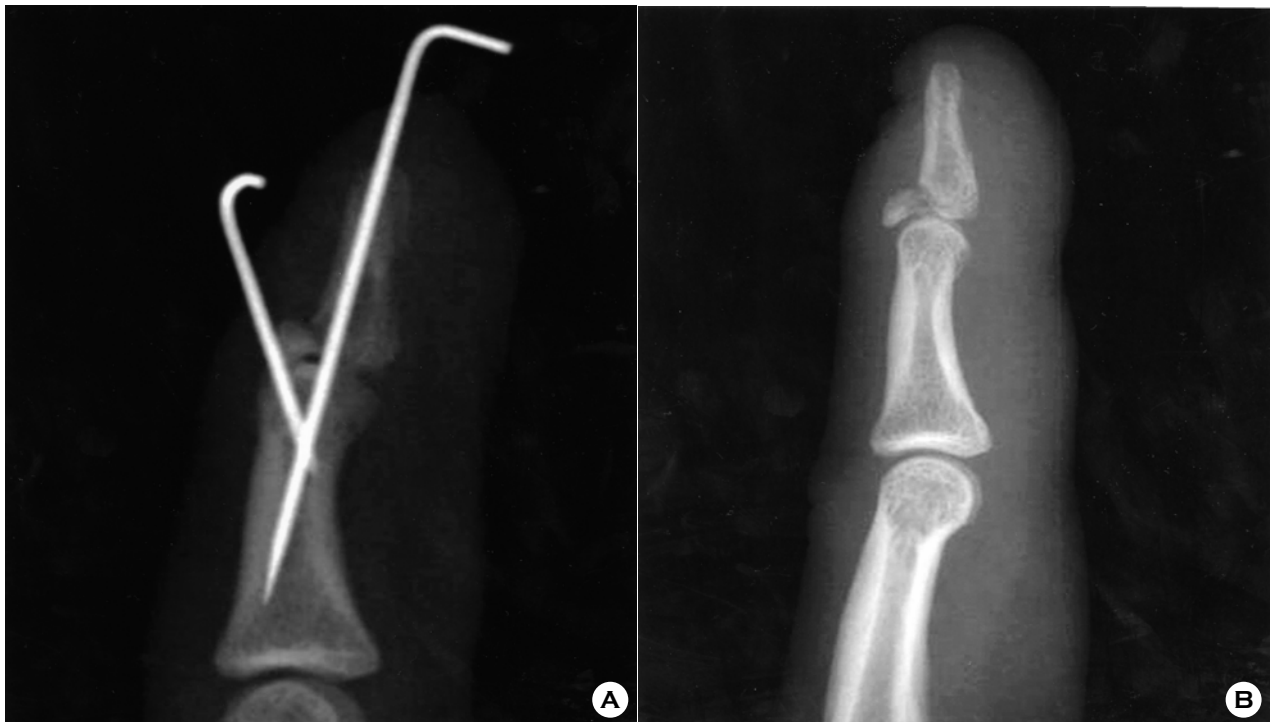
(A) The lateral radiograph shows a displaced mallet fracture. (B) A postoperative radiograph shows an anatomic reduction.
